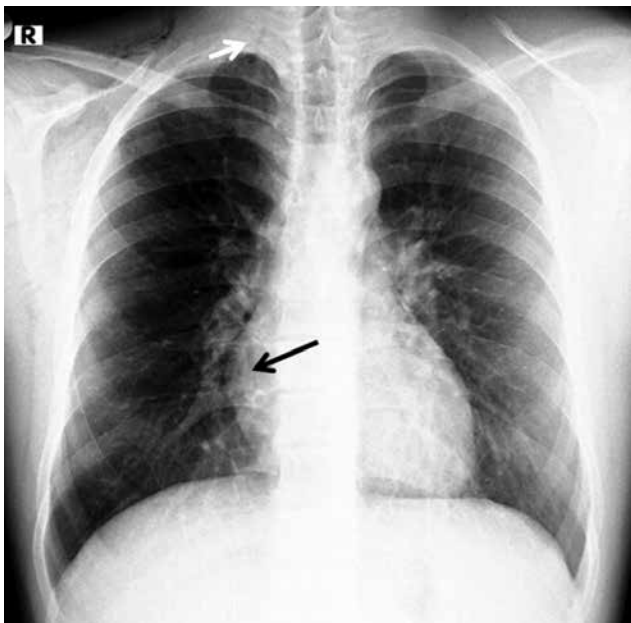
Frontal chest radiography showing pneumomediastinum (black arrow) and associated subcutaneous emphysema (white arrow)
